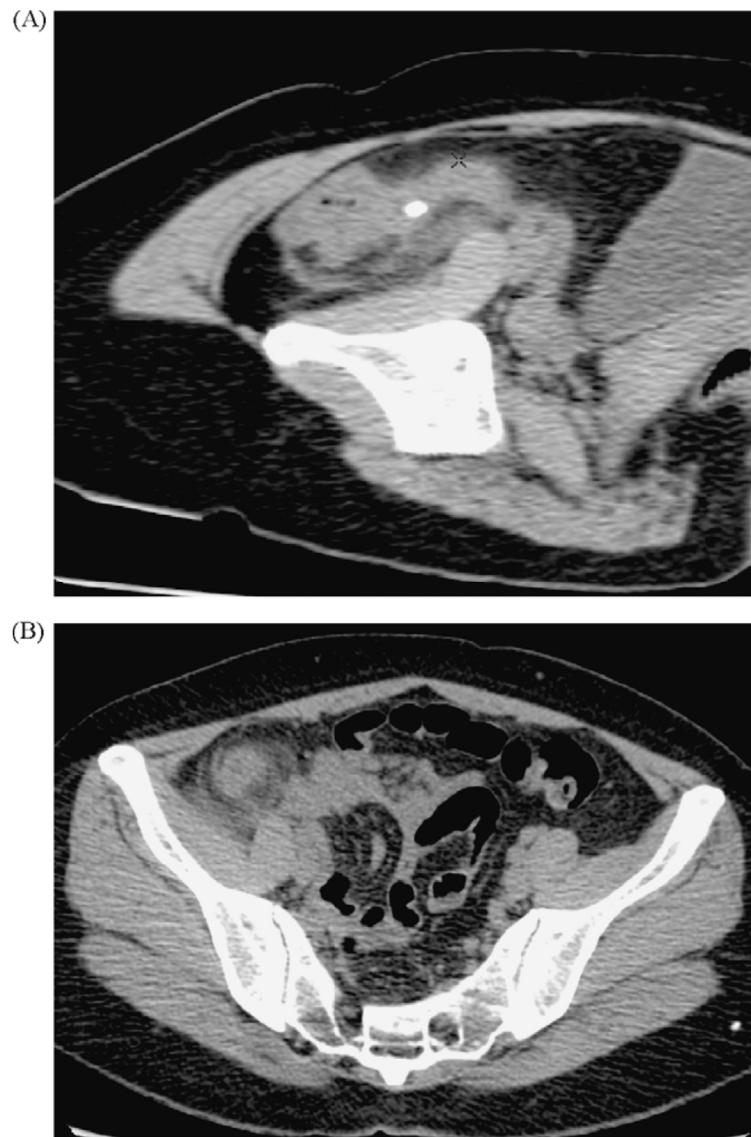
Appendicite aiguë vue à l'examen tomodensitométrie abdominal (TDM) [26]
